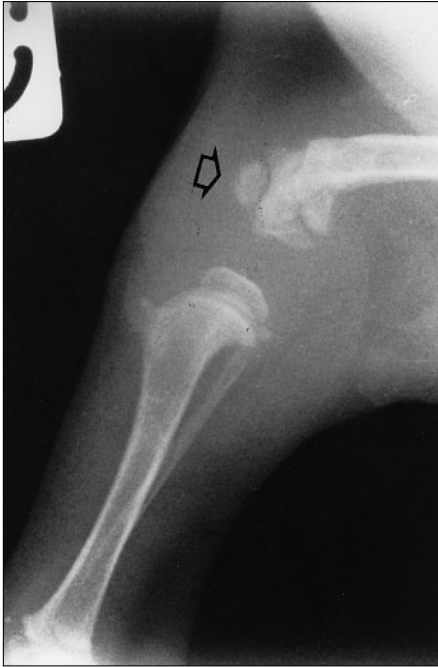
Aspect radiographique du grasset gauche dix jours après l'intervention : la rotule, qui commence à se minéraliser (flèche), apparaît en place entre les condyles.
